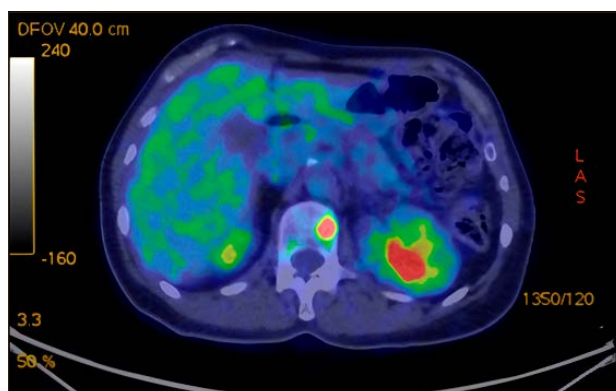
PET dopo VII ciclo di terapia con sacituzumab govitecan (febbraio 2023).
